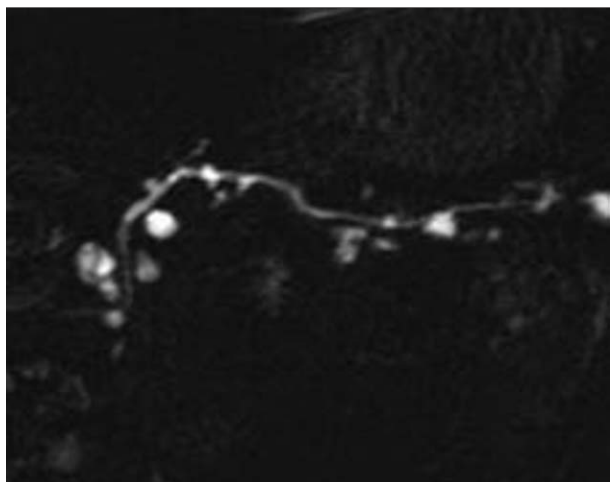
TIPMP de canaux secondaires. IRM coupe épaisse. Multiples kystes dont certains sont branchés.
